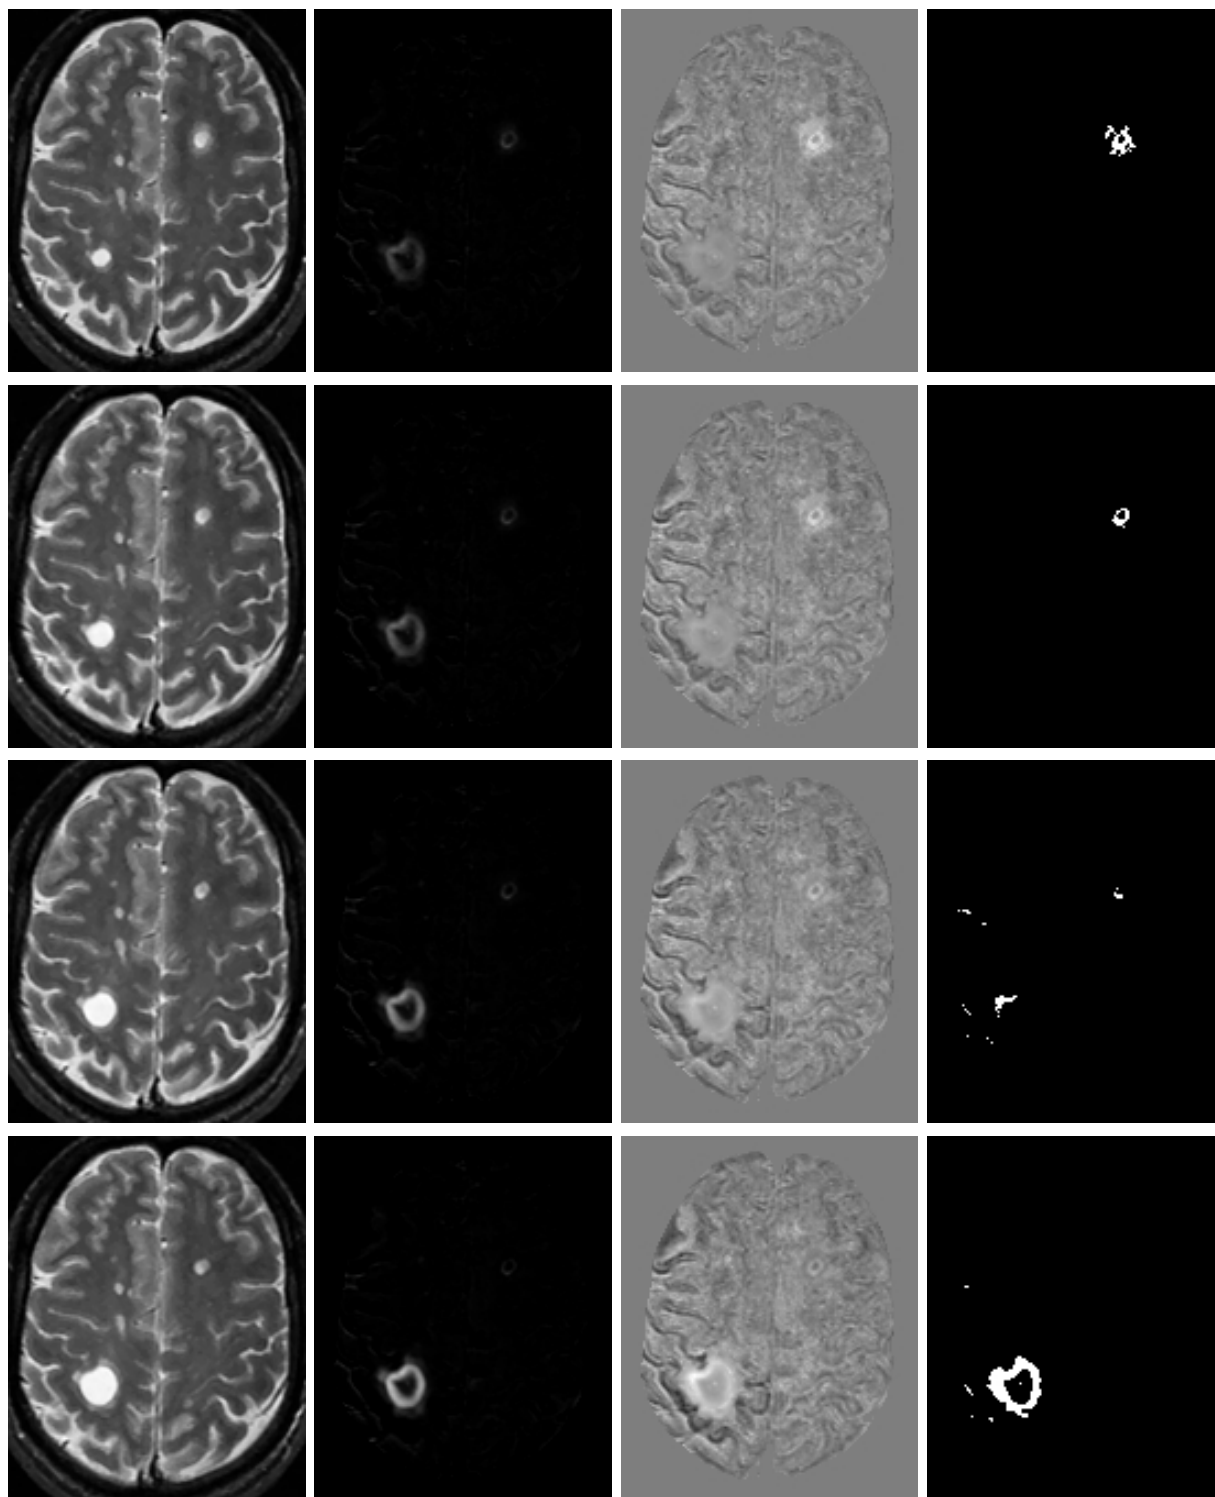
Résultats sur les 4 premières semaines de la série BW, présentés sur une deuxième coupe axiale de l'IRM. De gauche à droite : l'image originale à l'instant d'acquisition fixé ; l'image du paramètre  $\beta_1$  ; la carte en  $t$  ; l'image des groupes supraseuils ( $t \geq 4,45$ ) significatifs (taille du groupe  $\geq 10$ ) à cet instant.
